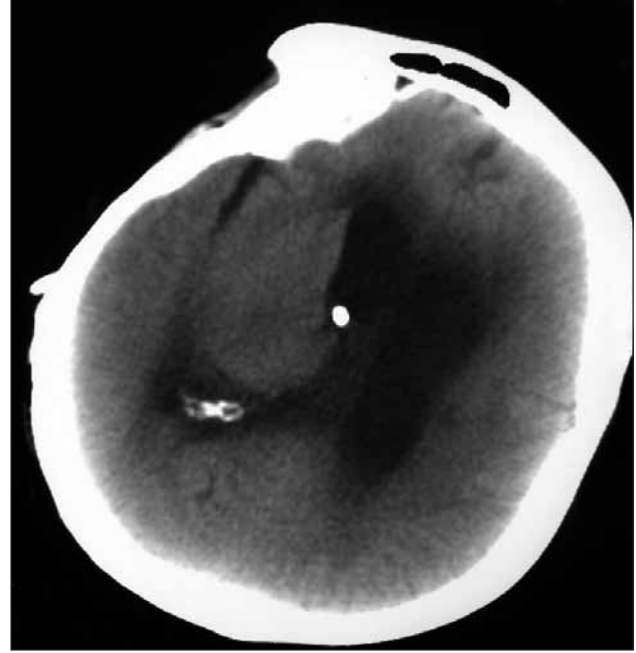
Anevrizmanın koil embolizasyonu sonrası erken BT kontrol görünümü.
